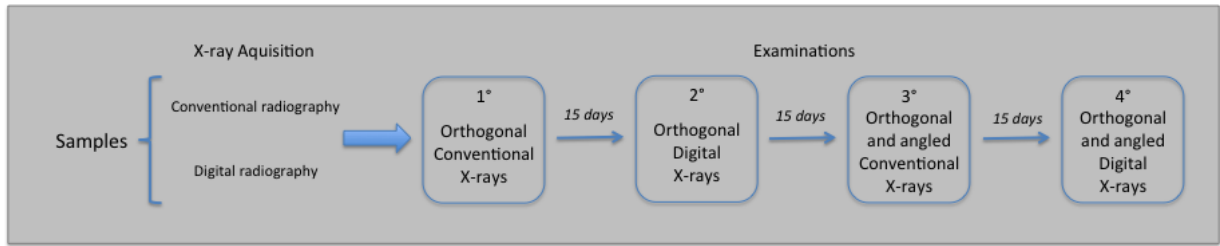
Experimental design showing the radiographic analyses order carried out by each examiner.
